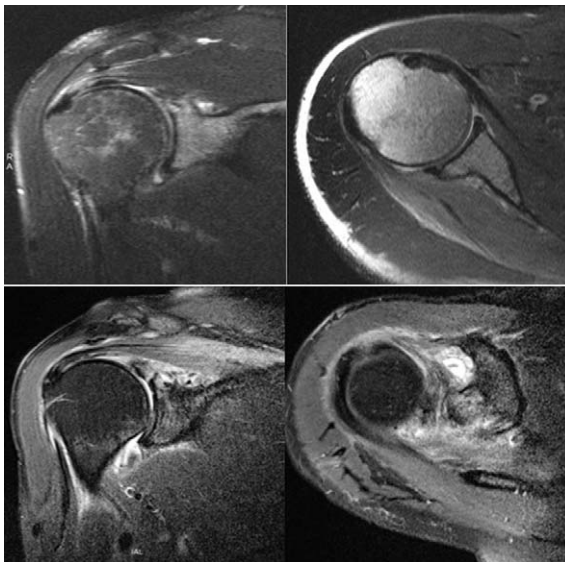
The 1-year-follow-up MRI shows no recurrences of spinoglenoid ganglion cysts.
